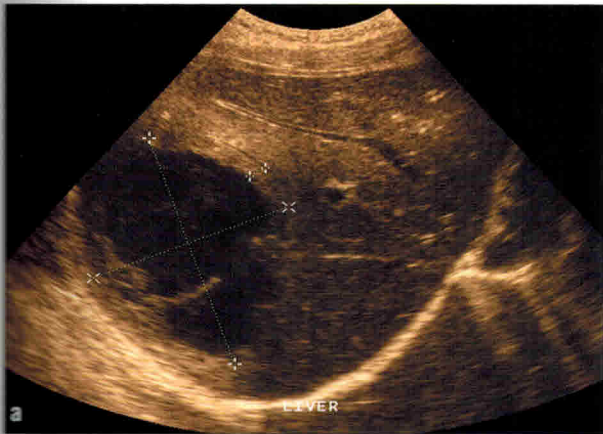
Пиогенный абсцесс печени. УЗИ
